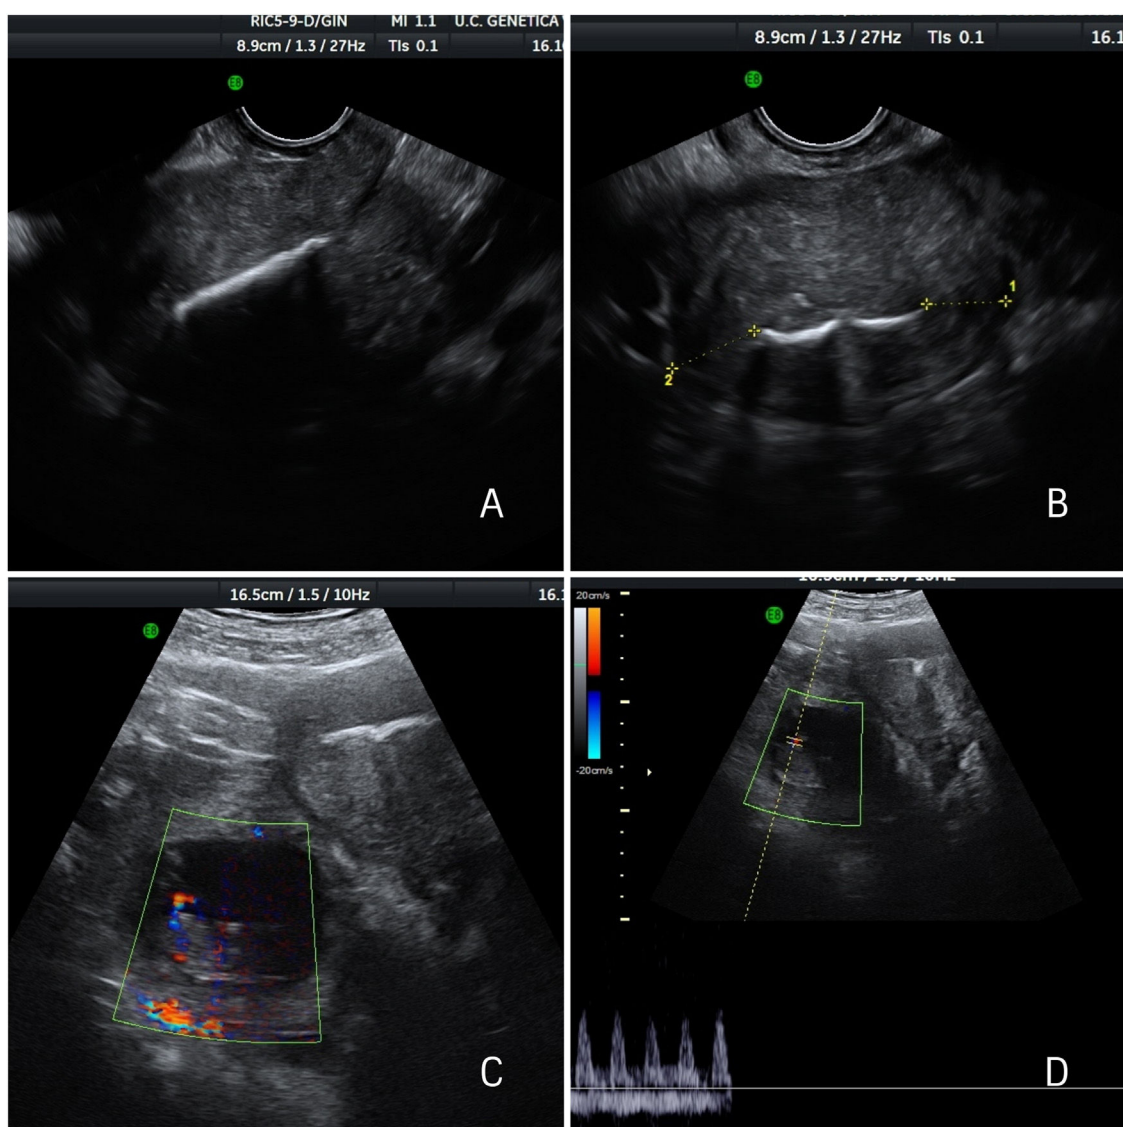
Imágenes de ecografía transvaginal y transabdominal en las que se observa un corte longitudinal A) y transversal B) del útero con DIU normoinserto y ausencia de gestación intrauterina, y una masa ovárica derecha C) compatible con embarazo ectópico ovárico con gestación evolutiva D). El examen en tiempo real mostró que el saco gestacional y el ovario no se podían separar al mover la sonda transvaginal, lo que era diagnóstico de embarazo ectópico intraovárico.
